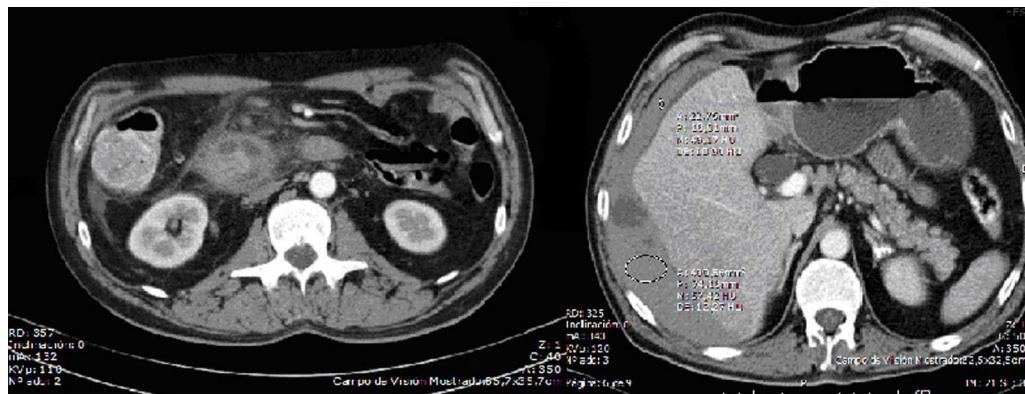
Tomografía computada abdominopélvica: hematoma duodenal y hemoperitoneo.
